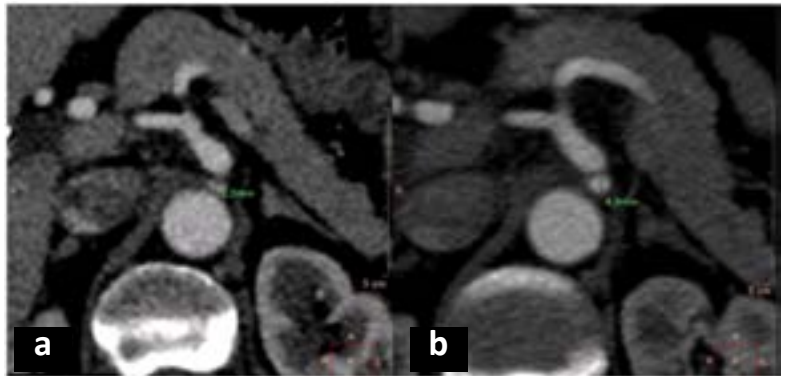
Angiotomografía de abdomen corte axial. (a) Estudio preoperatorio y (b) postoperatorio. En el control postquirúrgico se aprecia aumento del calibre del tronco celiaco donde previamente se identificaba la estenosis.
